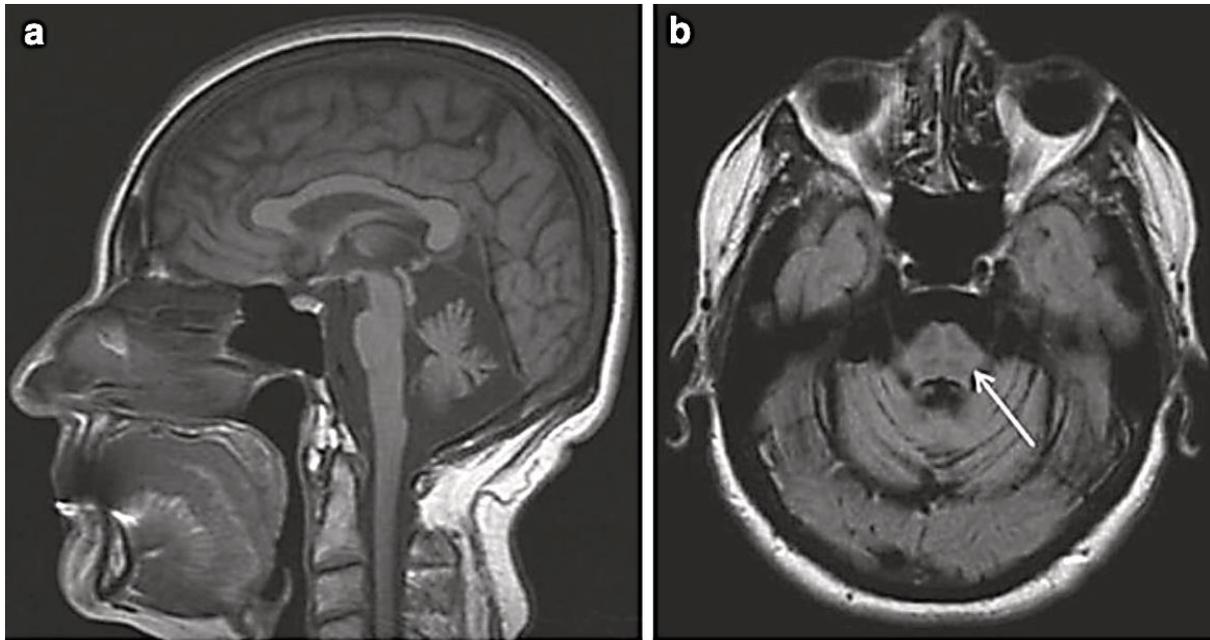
У пациента с мультисистемной атрофией МРТ головного мозга показывает: а – атрофию моста и мозжечка на аксиальной и сагиттальной проекциях; б – патогномоничный знак «горячей крестовой булочки» на мосту на аксиальной проекции (стрелка)
